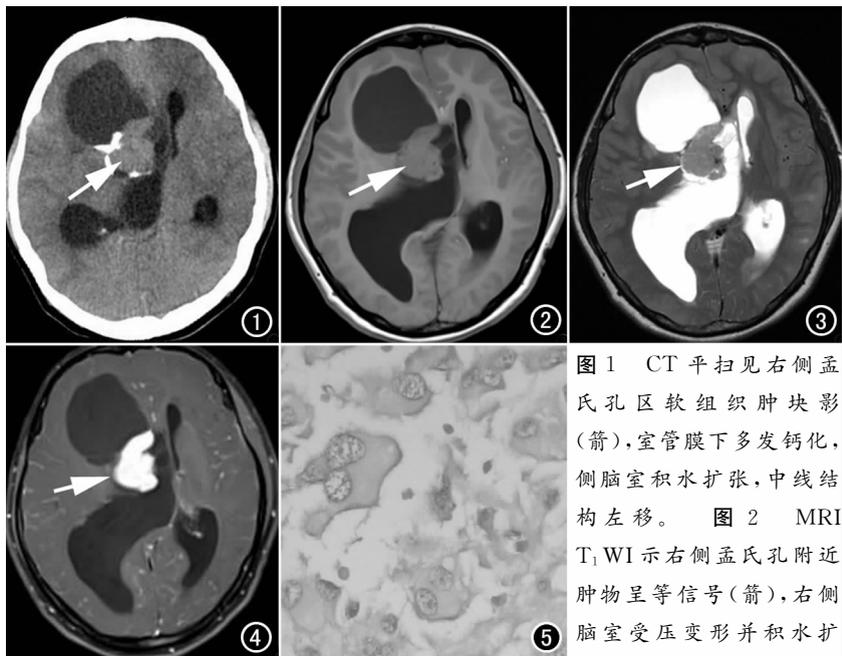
CT平扫见右侧孟氏孔区软组织肿块影(箭),室管膜下多发钙化,侧脑室积水扩张,中线结构左移。
